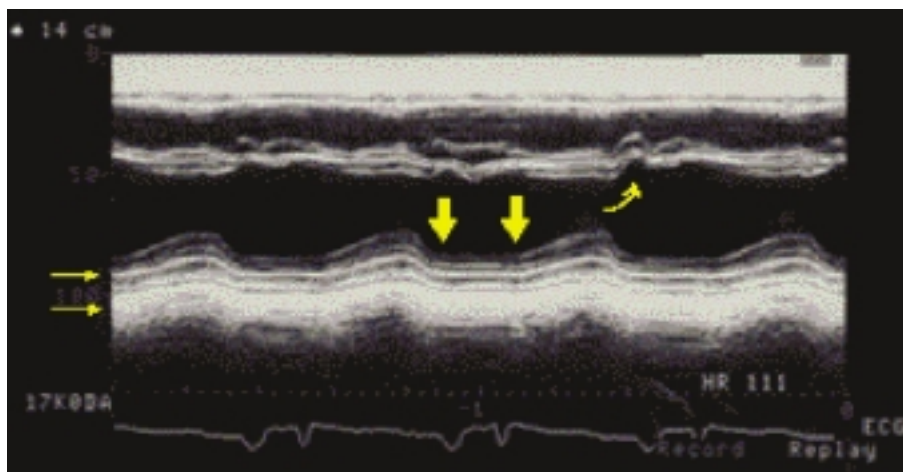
Ecocardiograma en modo M de un paciente con pericarditis constrictiva. Aparte de la muesca septal característica (flecha curvada), en este caso se apreciaba engrosamiento (flechas pequeñas horizontales) y aplanamiento (flechas gruesas) del movimiento del pericardio posterior.
